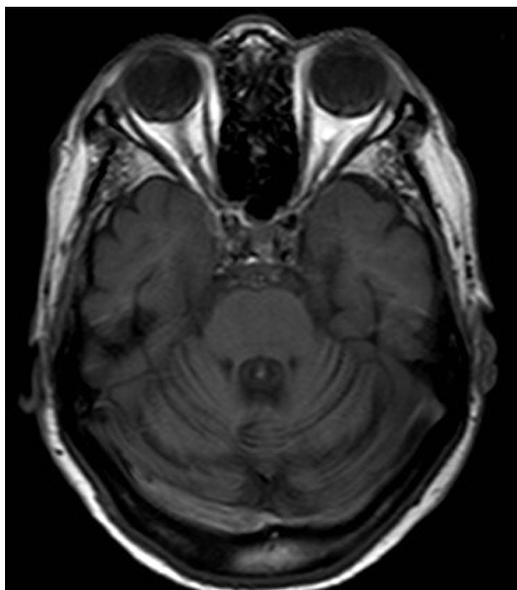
Caso 2: RM cerebral, secuencia T1 sagital en la que se observa la atrofia del vermis.
